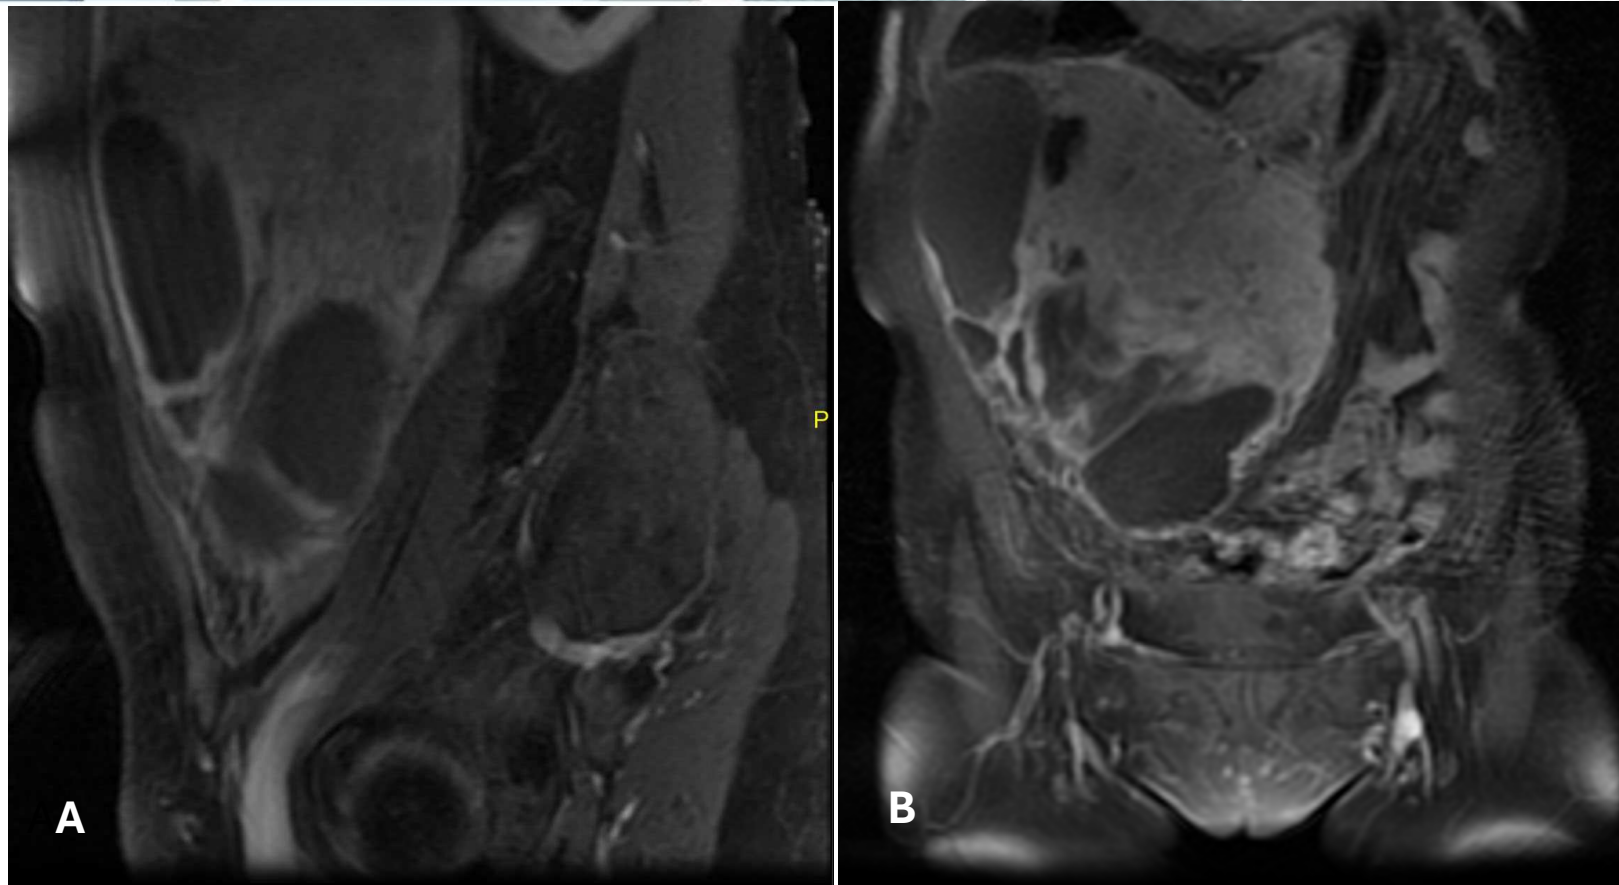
Resonancia magnética en reconstrucción sagital (A) y en coronal (B) que evidencia el carácter expansivo de la lesión, con desplazamiento de estructuras adyacentes, sin poder determinar con claridad su origen.
